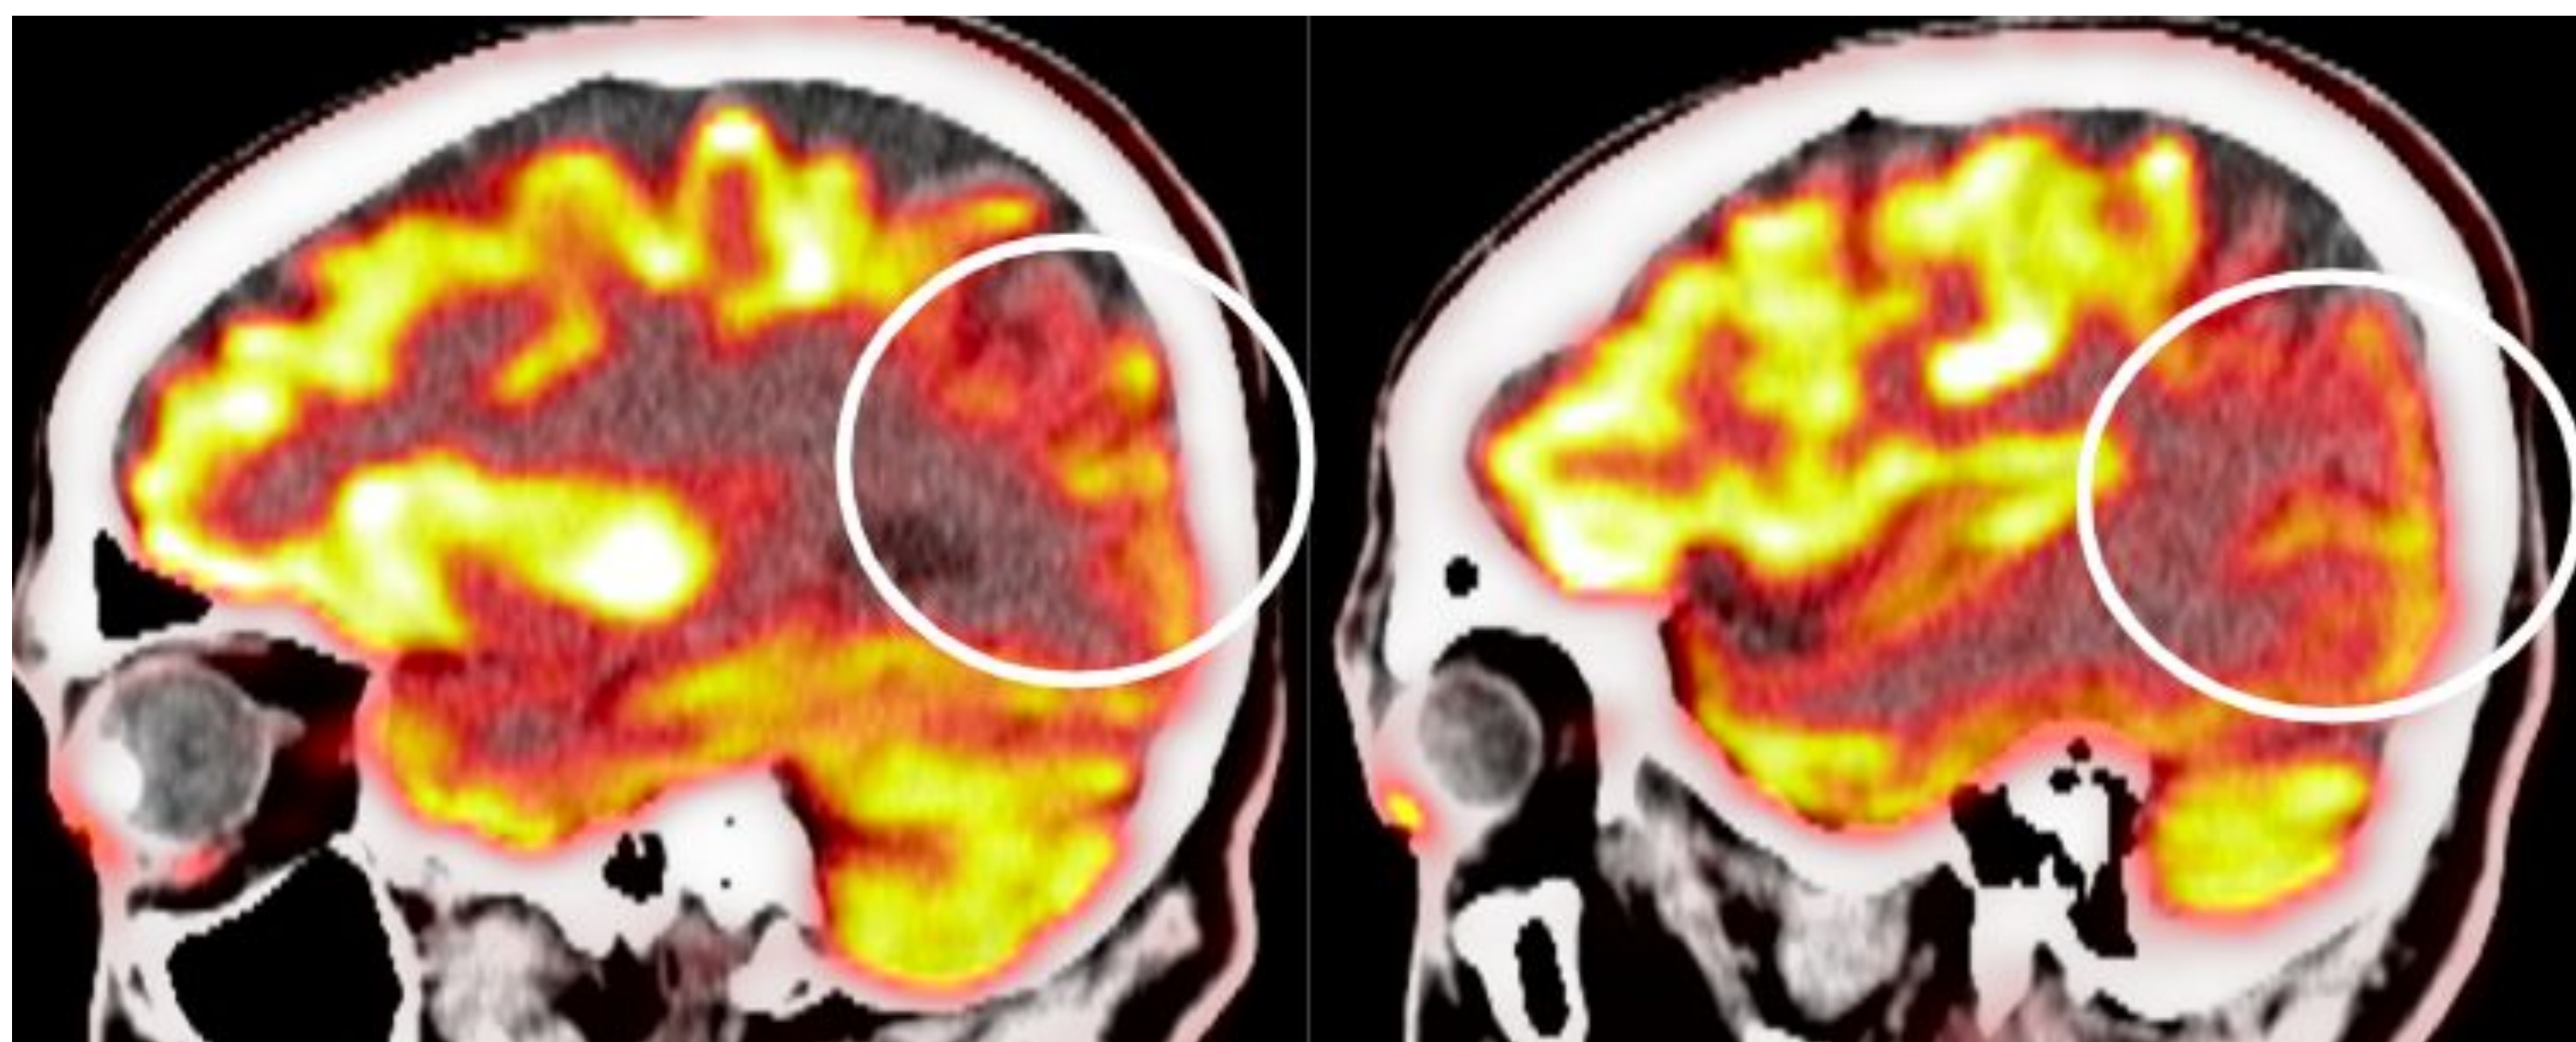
Mujer de 71 años con enfermedad de cuerpos de Lewy. Imágenes sagitales de PET-TC con 18-Fluorodesoxiglucosa que muestran hipometabolismo bilateral y posterior (círculo).
